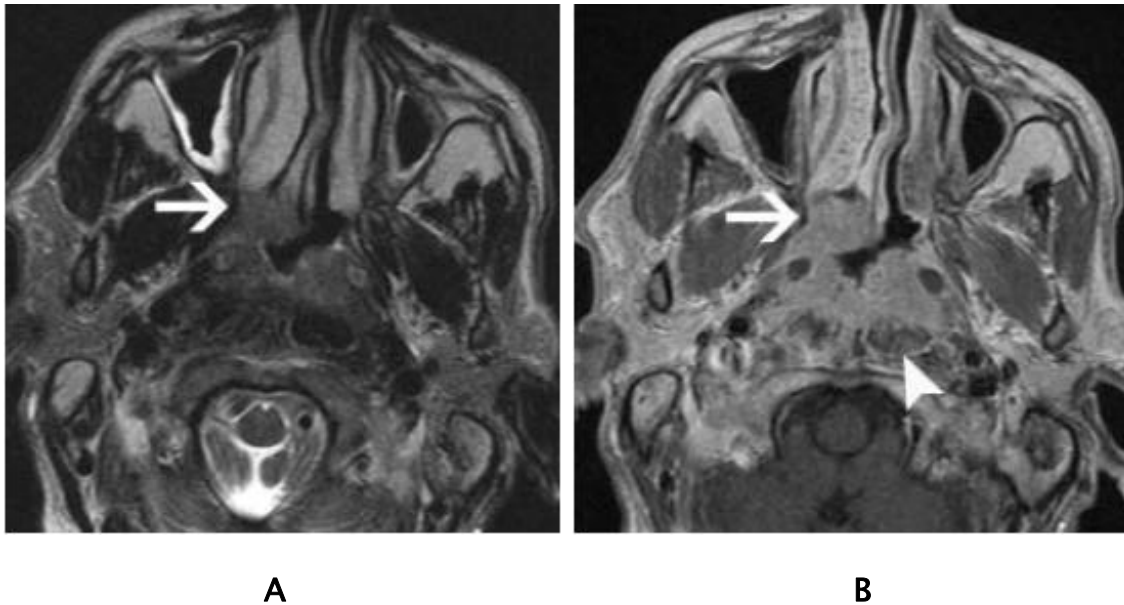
IRM objectivant une extension antérieure d'un cancer postéro-latéral droit du cavum.(41)
